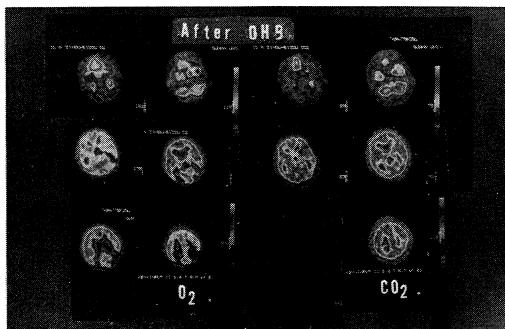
症例I：高压酸素療法治療後のポジトロンCT(PET)
